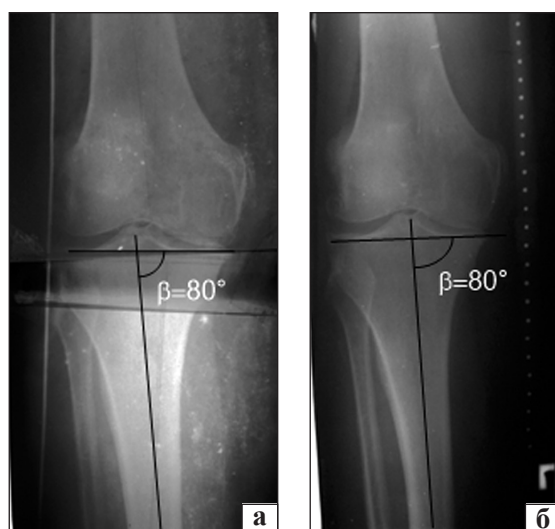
Рентгенограммы правого коленного сустава больной Б. Фасная проекция стоя (а) — суставная щель по внутреннему отделу отсутствует, лежа (б) — суставная щель по медиальному отделу едва прослеживается. β — базисно-большеберцовый угол
